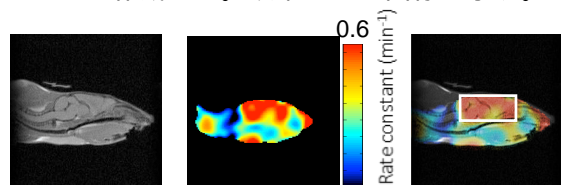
若い週齢のマウス脳内レドックスマップ 左)MRI(sagittal) 中央)EPR レドックスマップ 右)MRI とレドックスマップの重ね合わせ
